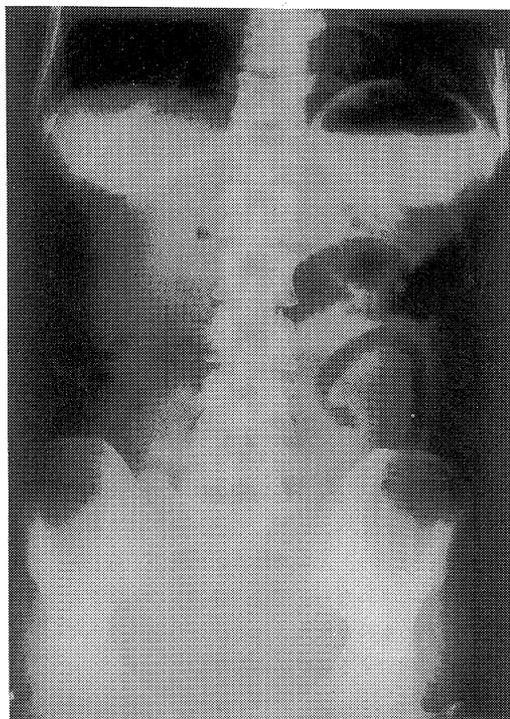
Abdominal roentgenogram on admission revealed thickening of the folds and thumb-printing in the small intestine.
